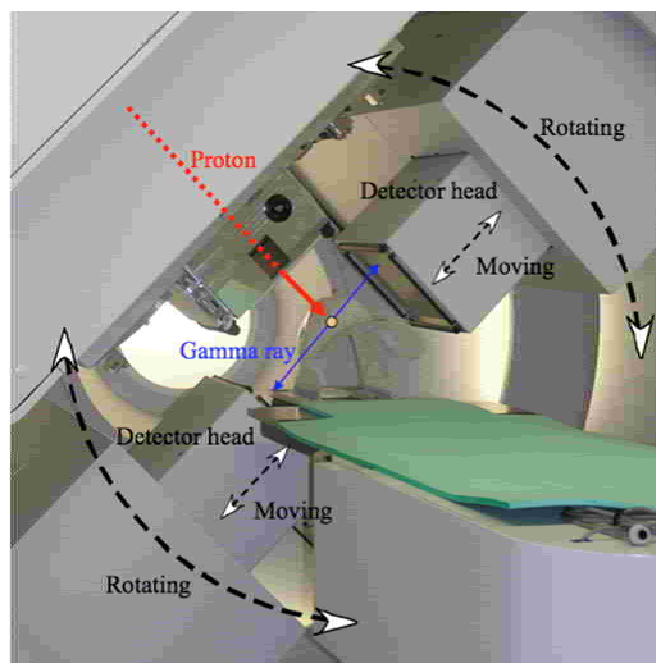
陽子線回転ガントリーに設置されたビームオンライン PET システム。
